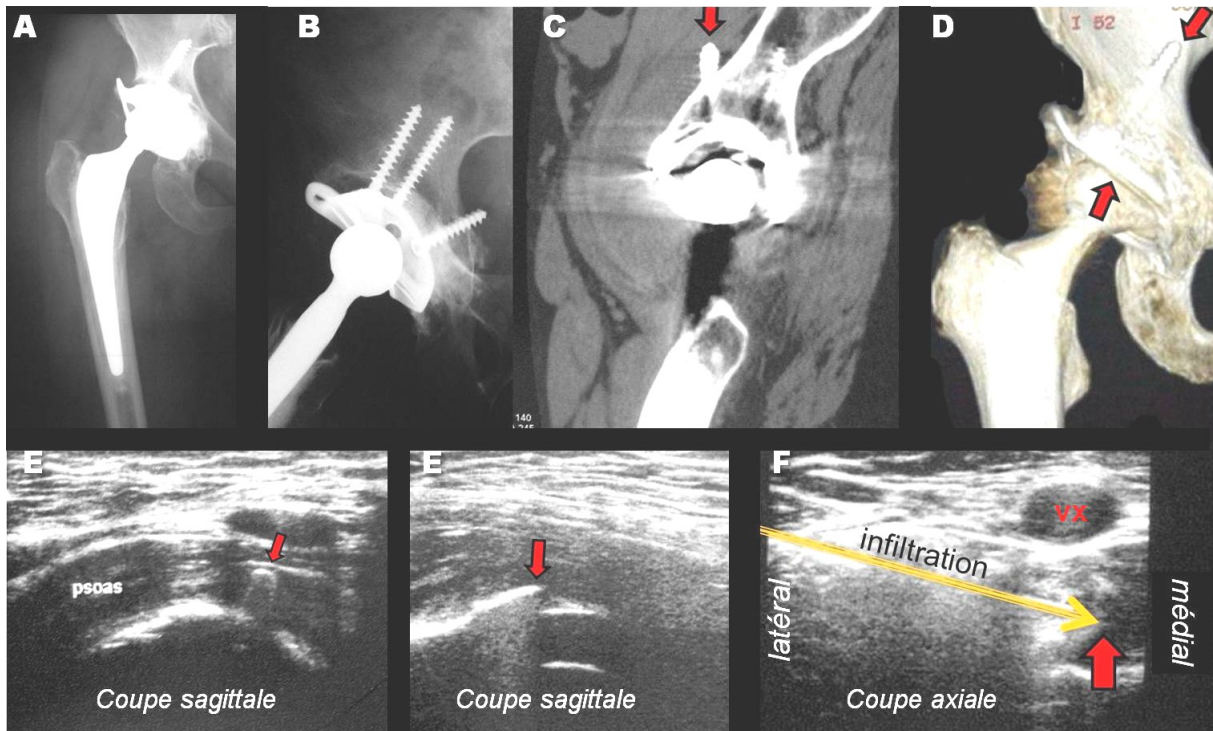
double conflit PTH-iliopsoas. Cotyle saillant avec une vis intrapsoïque (flèches) (A-D). Les deux sont visibles en échographie (E, F). Infiltration échoguidée du conflit entre le psoas et la vis, pourtant située immédiatement sous les vaisseaux iliaques (F)
